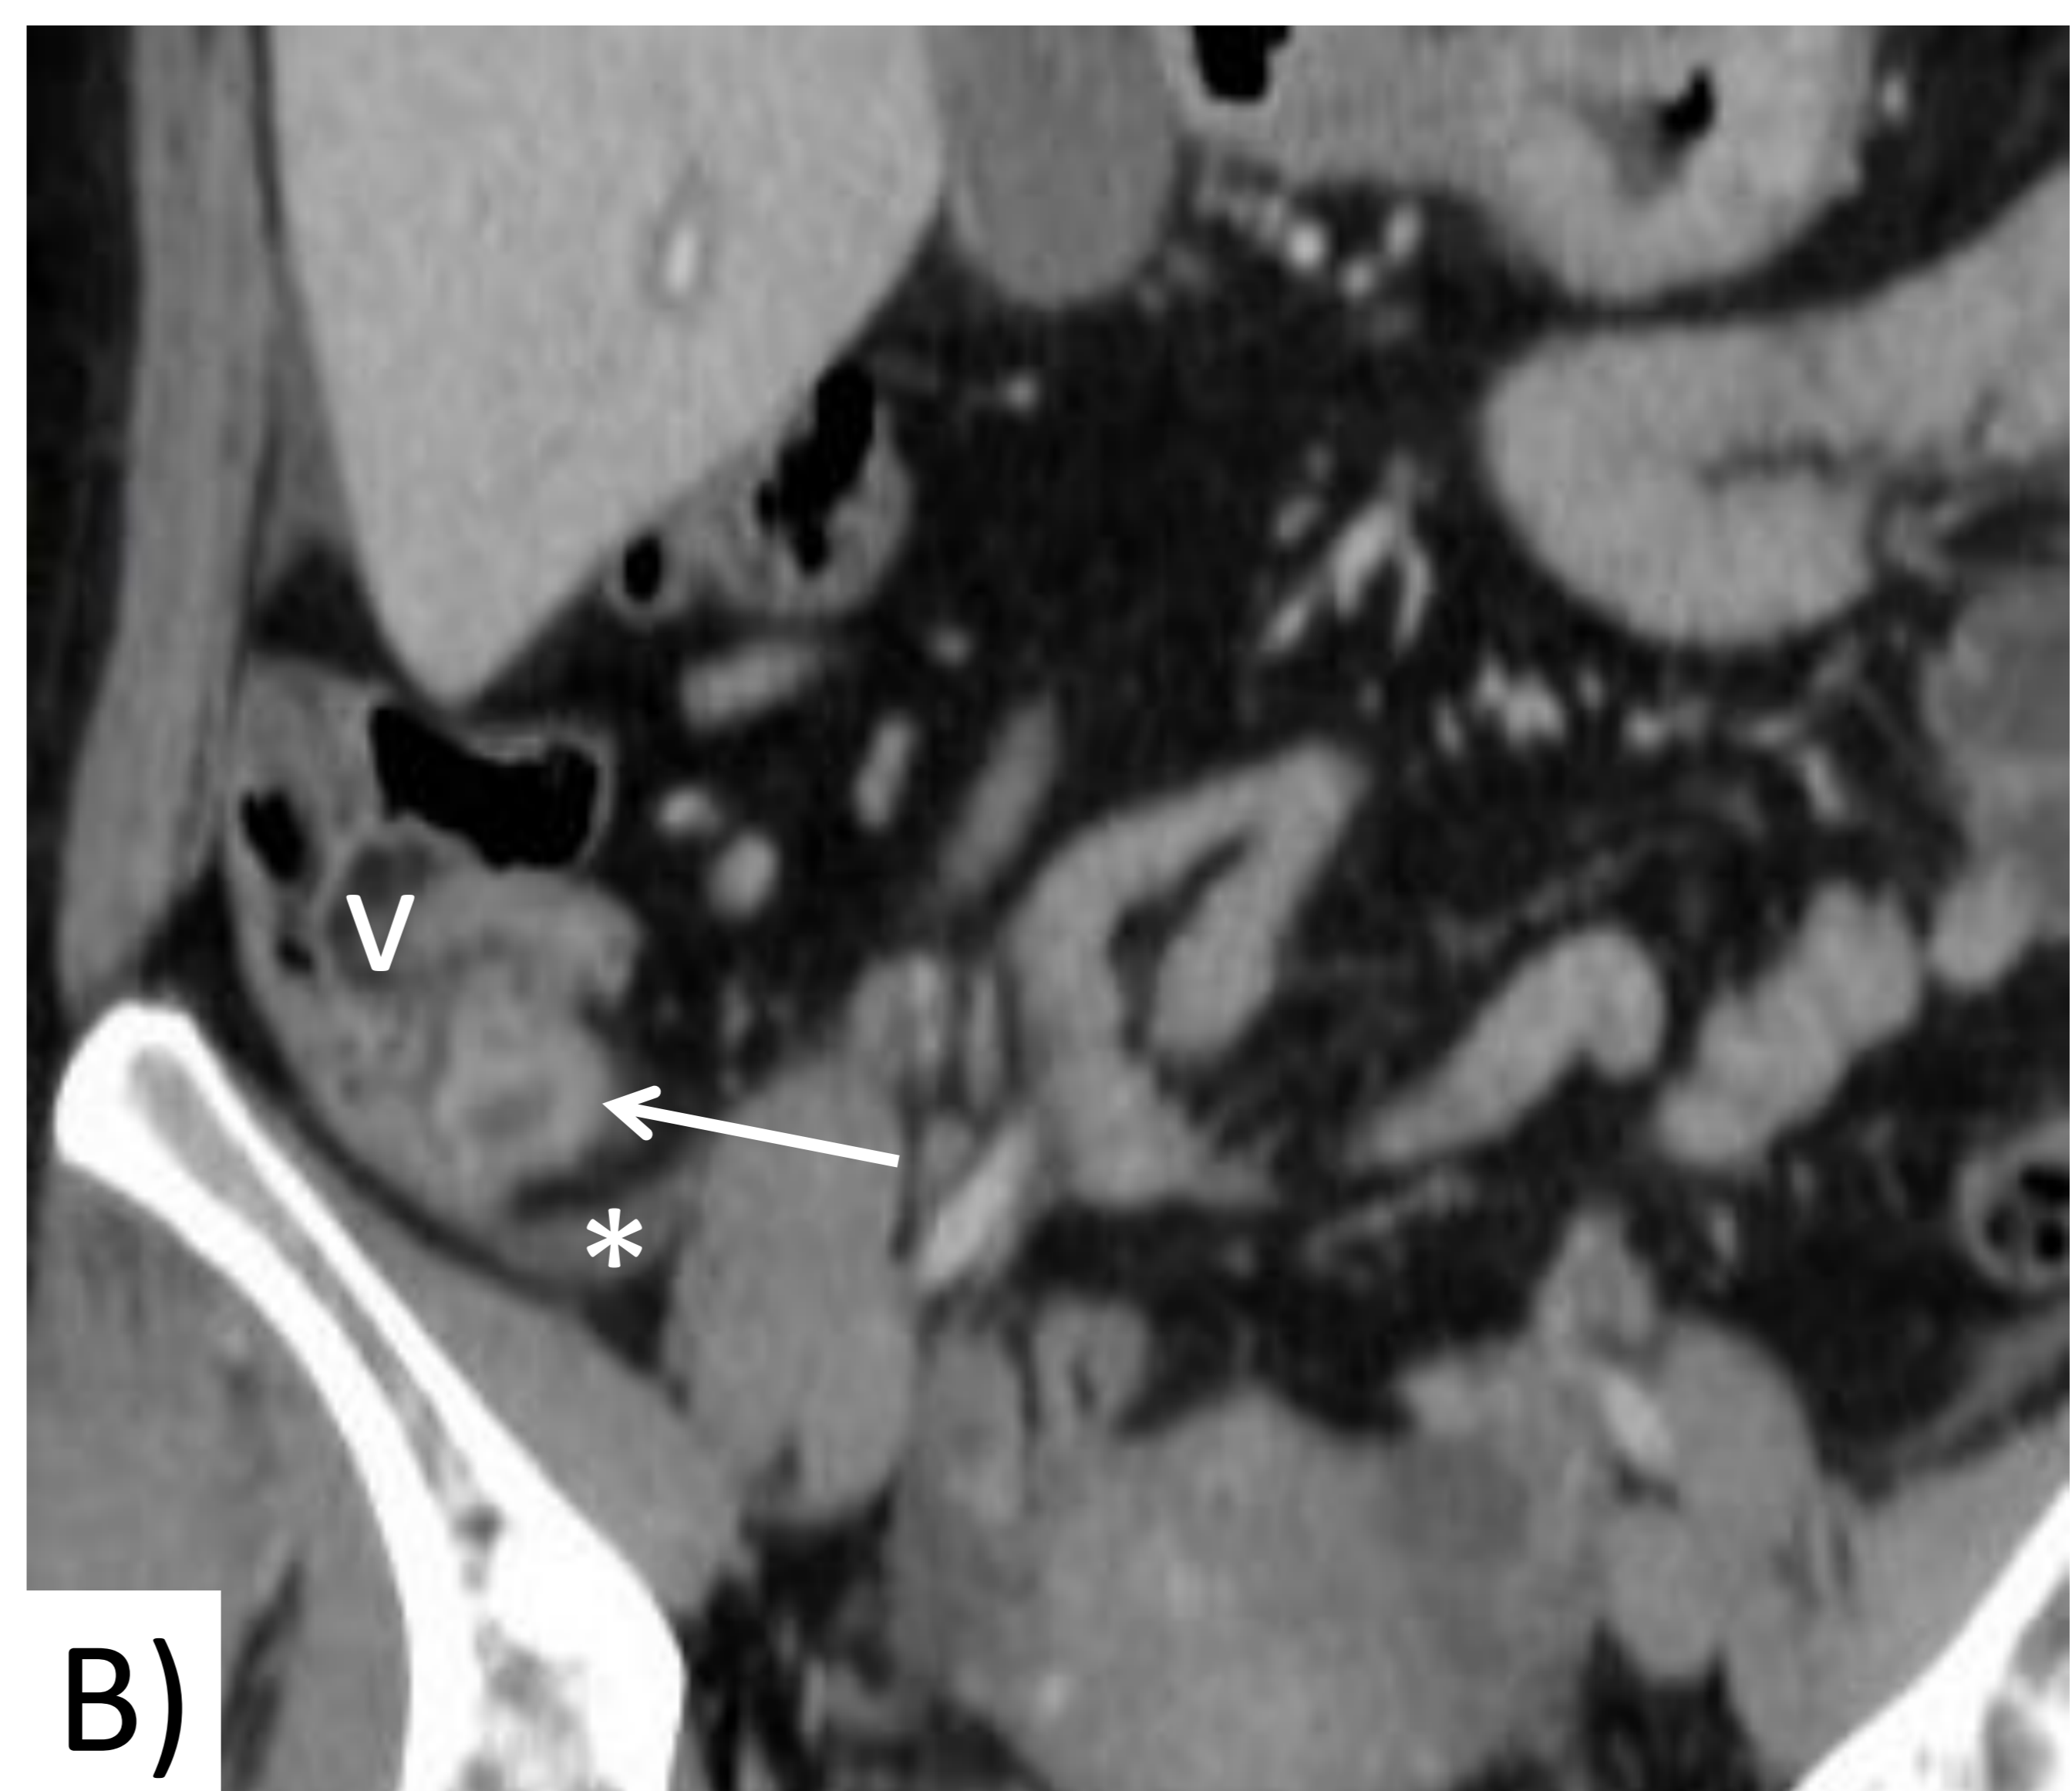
Apendicitis del muñón. Paciente con dolor en hemiabdomen inferior y leucocitosis, con antecedente de apendicectomía. A) Corte axial de TC con CIV (fase venosa): cambios inflamatorios en la FID, centrados en el margen caudal del ciego, donde se observa el muñón apendicular dilatado, con engrosamiento e hiperrealce parietal. B) Corte coronal: identificamos el muñón apendicular (flecha), así como la válvula ileocecal (v) y pequeña cantidad de líquido (\*) en la gotiera parietocólica derecha.
